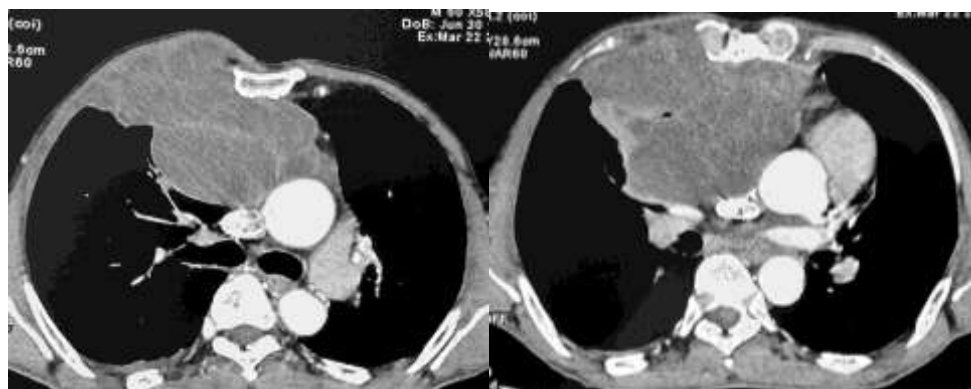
TDM thoracique initiale en coupes axiales, montrant la volumineuse masse médiastinale à dominante kystique, son extension pariétale et l'important effet de masse.
